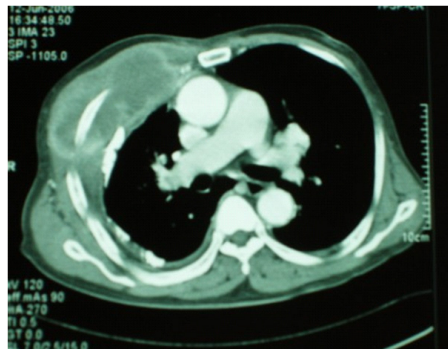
Computed tomography of the chest shows a pleural mass and pyothorax.
